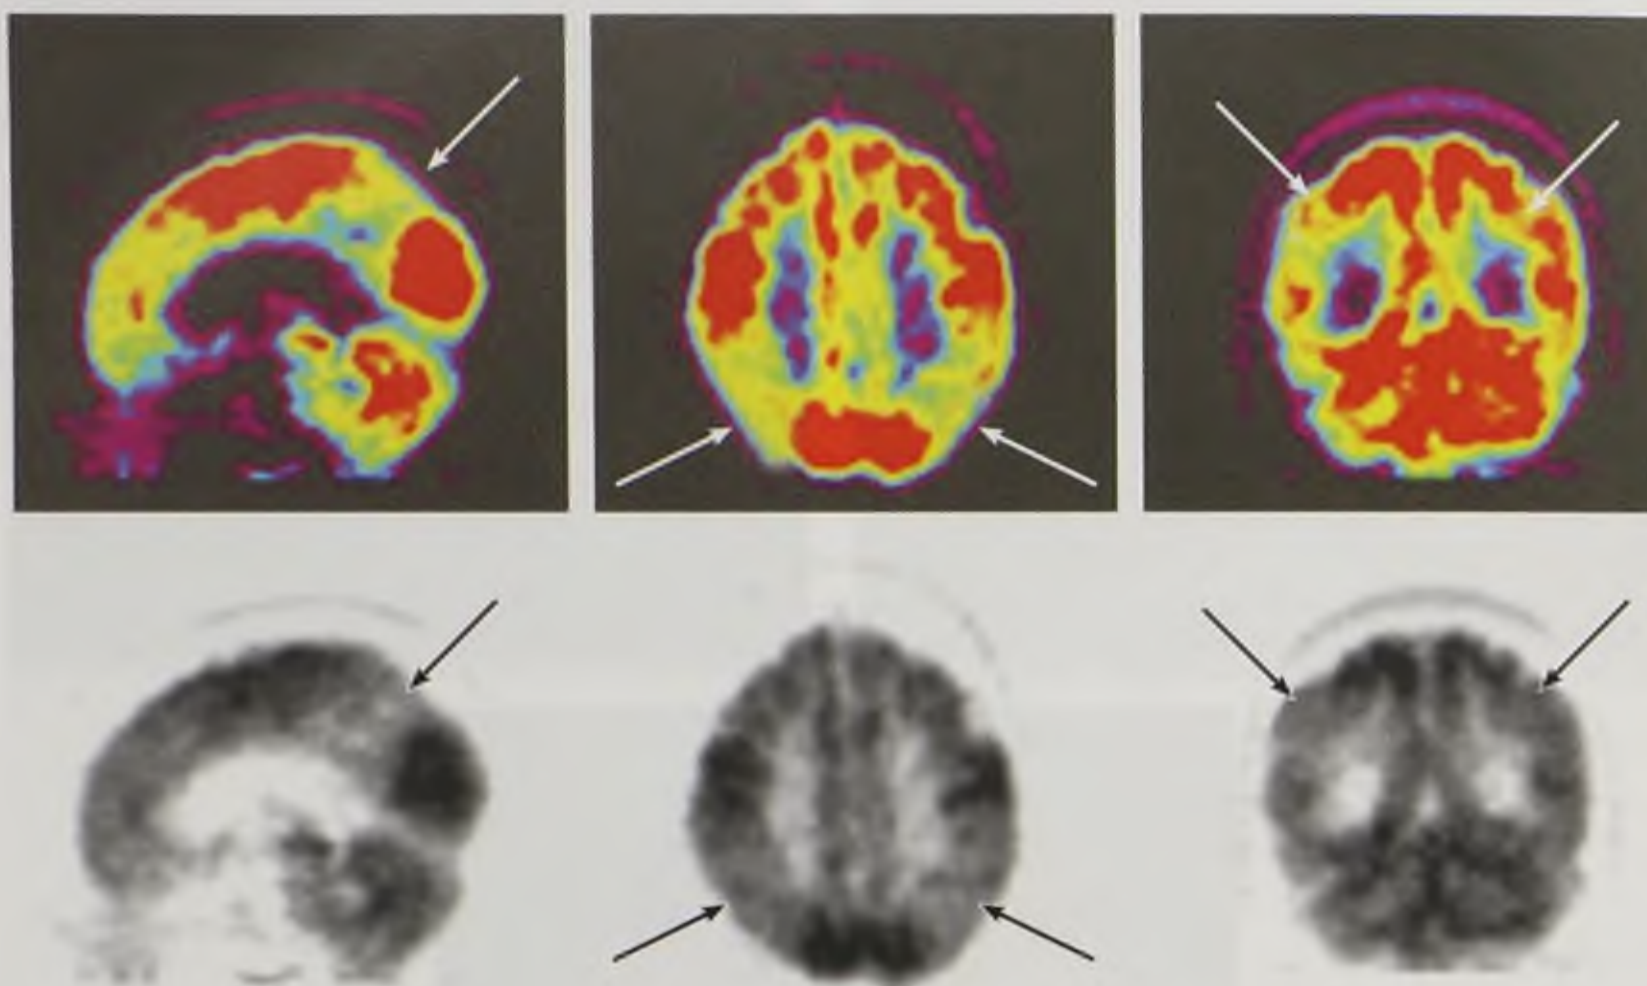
Болезнь Альцгеймера. На позитронно-эмиссионных томограммах в сагиттальной (слева), аксиальной (в центре) и фронтальной (справа) плоскостях отмечается гипометаболизм фтордезоксиглюкозы в обеих теменных долях (стрелки)
